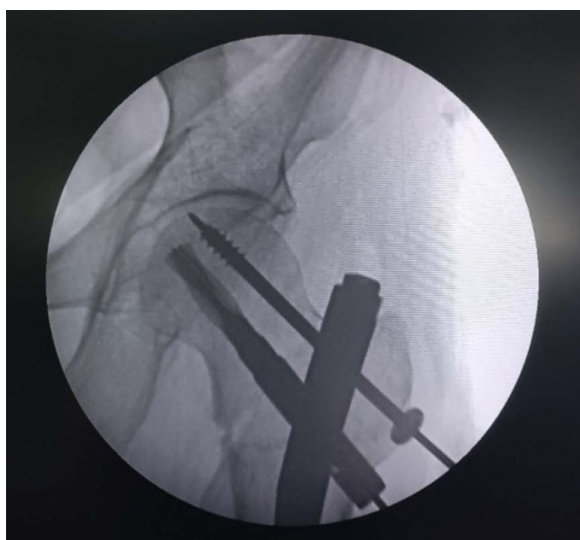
术中行PFNA固定后, 经导针拧入空心螺钉, 髋关节正位X线片, 示内固定位置良好
